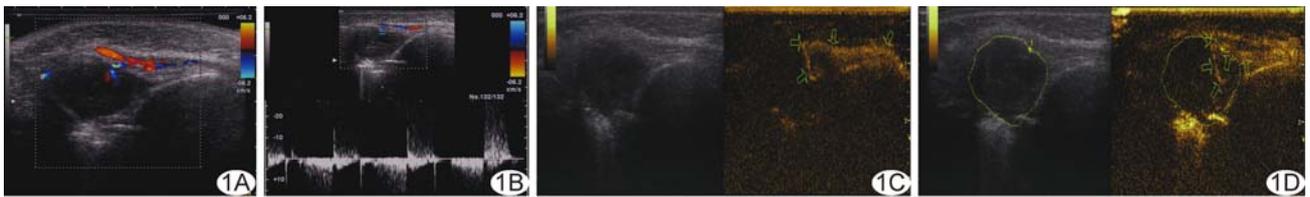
左侧面动脉假性动脉瘤伴血栓形成 A. CDFI; B. 脉冲多普勒图像; C. 超声造影示团块与左侧面动脉显影一致; D. 超声造影示血栓形成
